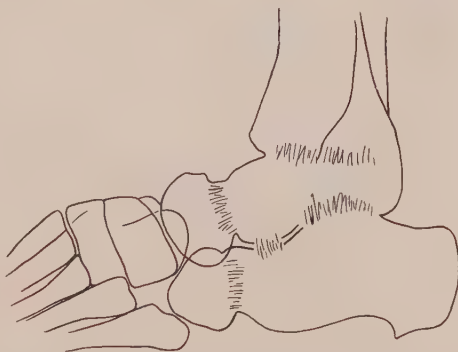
Röntgenpause einer Arthrodese nach Biesalski bei einem 8jährigen Kinde. Das obere, beide untere Sprunggelenke, das Talonavicular- und Calcaneocuboidgelenk sind knöchern verwachsen.
